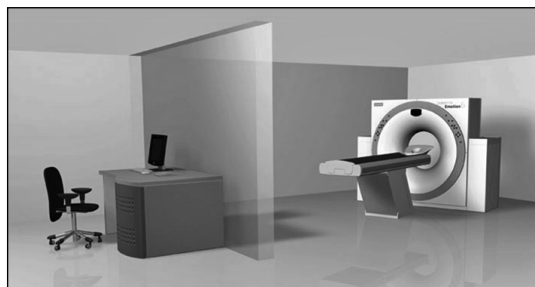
Компьютерный томограф фирмы Сименс
